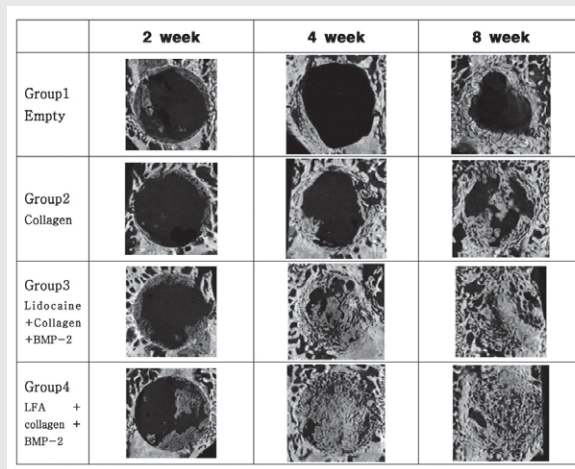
Maximum intensity projection image by micro-CT for 2weeks, 4 weeks, 8weeks, 3D images of micro-CT view. All calvarial defects shows that new bone regenerated from the side of the defect margin. (1) Group1. Empty(non treatment group); (2) Group 2. Pure Collagen Type I membrane insertion group; (3) Group 3. Lidocaine mixed collagen membrane and wetting BMP-2 group; (4) Group 4. Lidocaine-Fibrinogen-Aprotinin(LFA) and collagen membrane wetting with BMP-2 group.
